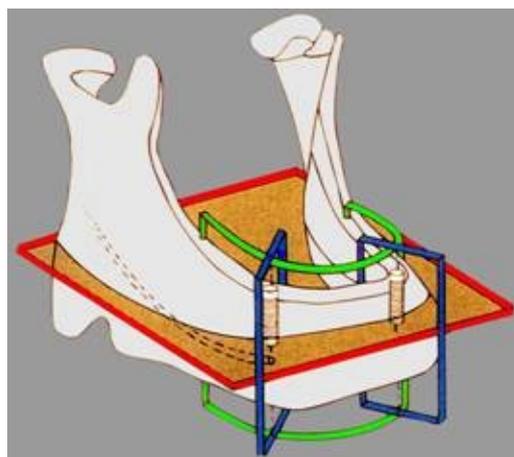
Representação dos diversos planos de uma TC odontológica: axial (vermelho), frontal (verde) e sagital (azul). Adaptado de NEVINS;MELLONIG, 1998.
